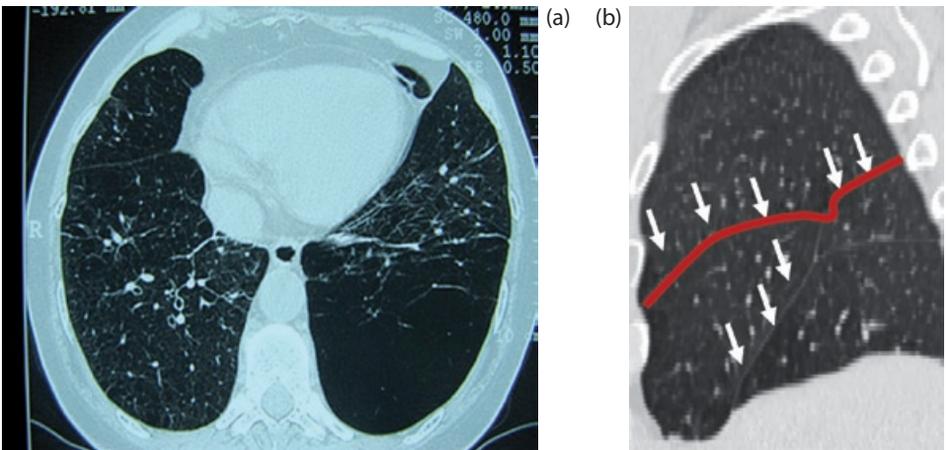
Valutazione ventilazione collaterale mediante TC: scissure interlobari. Sezione assiale (a), sezione coronale (b).
